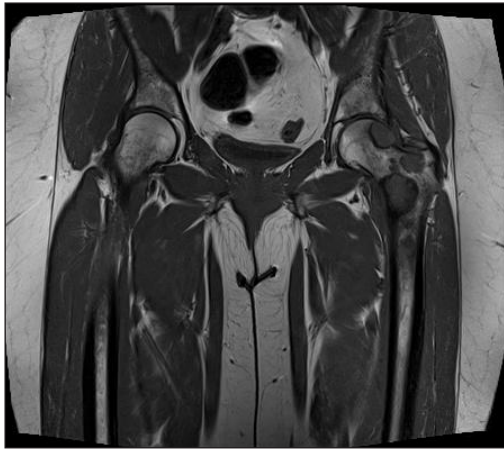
IRM, séquence T2.
